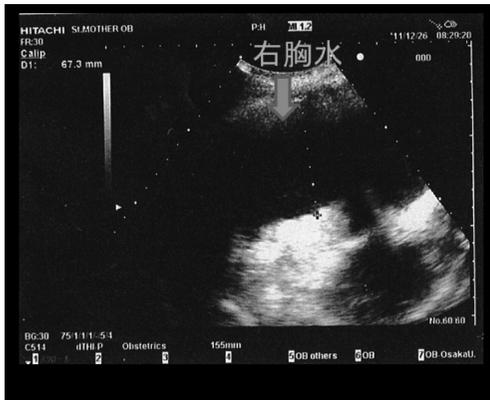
胸部超音波断層法 (採卵術後17日目) 右胸水を認める
